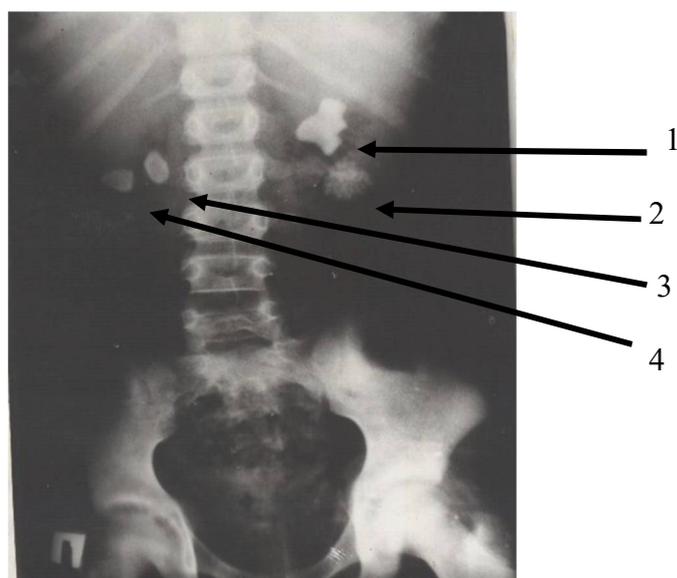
Обзорная рентгенограмма больной Х., 9 лет. Видны тени от множественных камней в проекции обеих почек.
